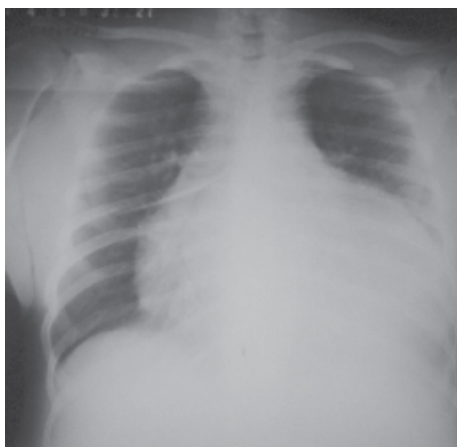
Radiografía del tórax; vista en posición de Trendelenburg. Derrame pericárdico.
